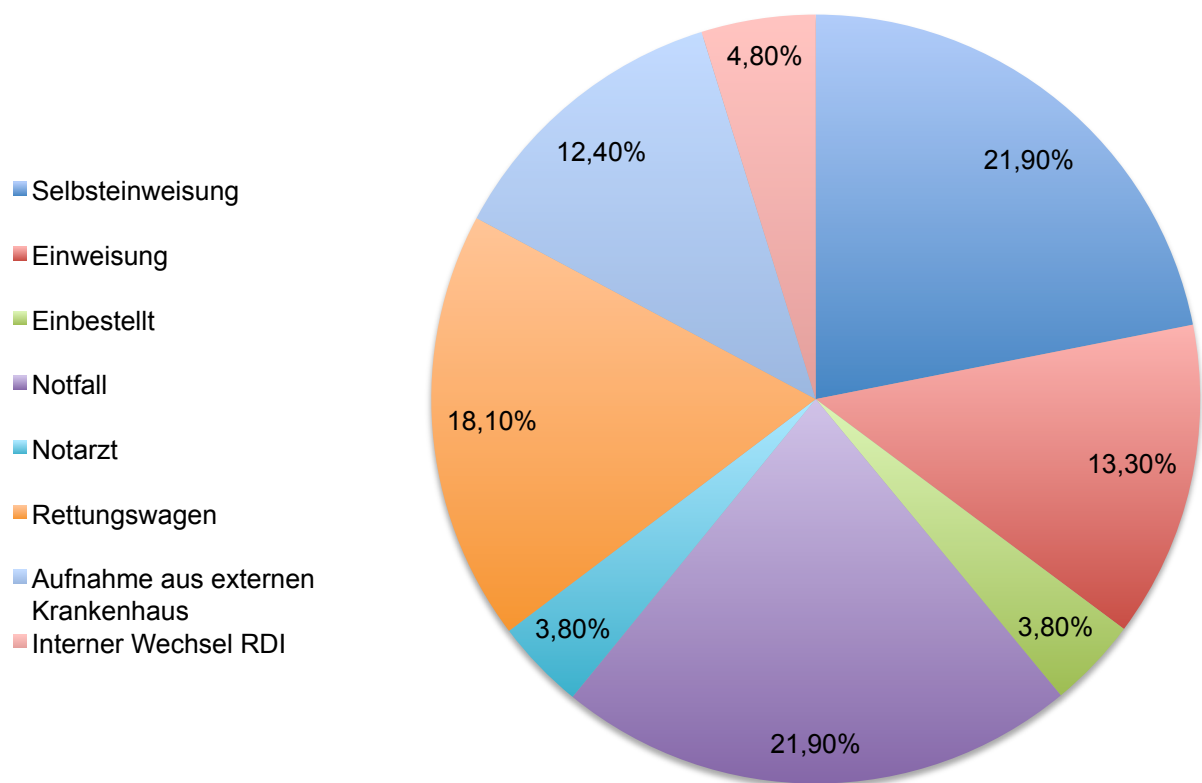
Erstvorstellung im MRI (N=105).
